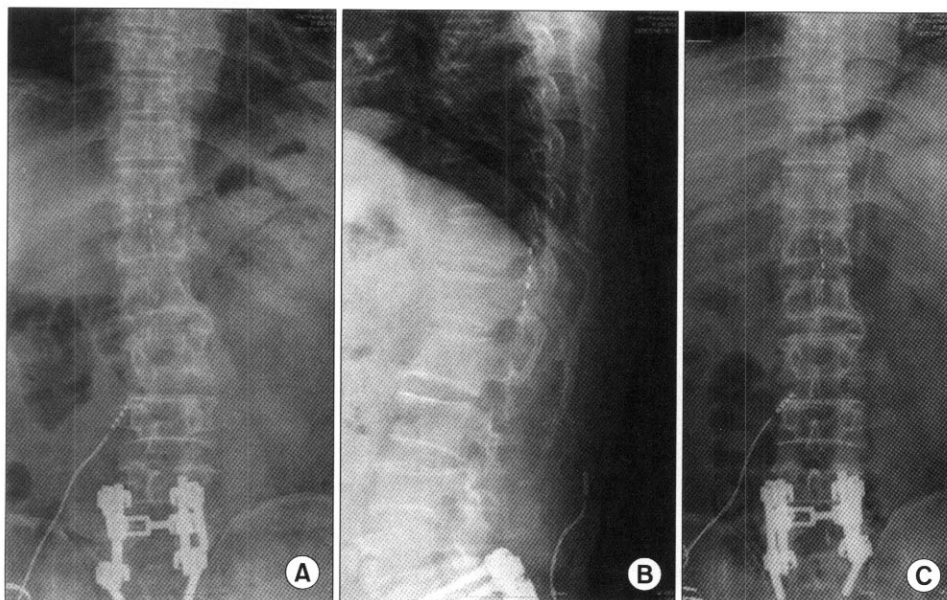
The anteroposterior (A) and lateral (B) view of thoracic spine shows the cephalad end of the spinal cord stimulator electrode at the T11 level. Repeat x-ray of the thoracic spine (C) shows that the cephalad top of the electrode has descended to the T12 level after repositioning.
